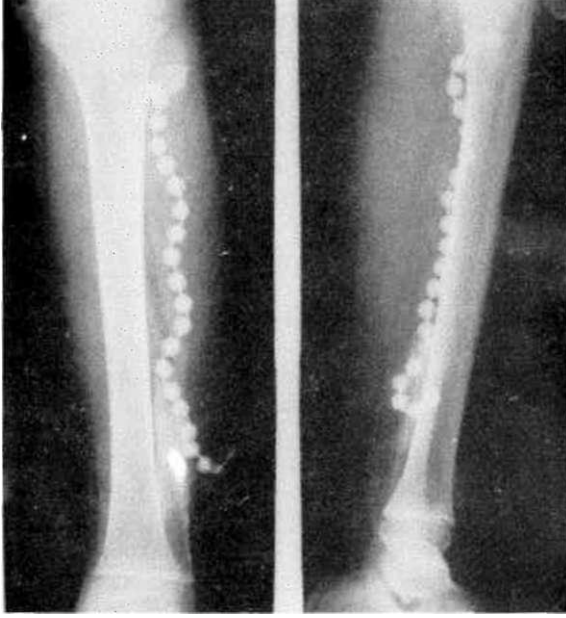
Cerrahi girişiminde 6 hafta sonraki grafisi.
